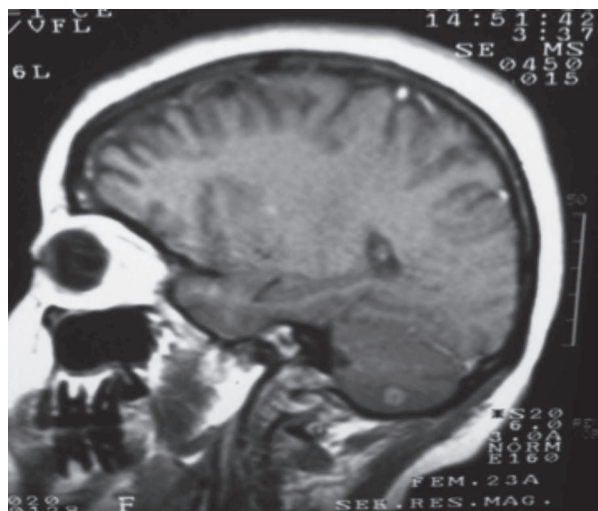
Resonancia magnética de encéfalo. Se observan lesiones parenquimatosas múltiples de patrón caseificante en el núcleo lenticular, cerebelo, comisura anterior y occipucio, con reforzamiento leptomeníngeo sugestivo de tuberculosis.
